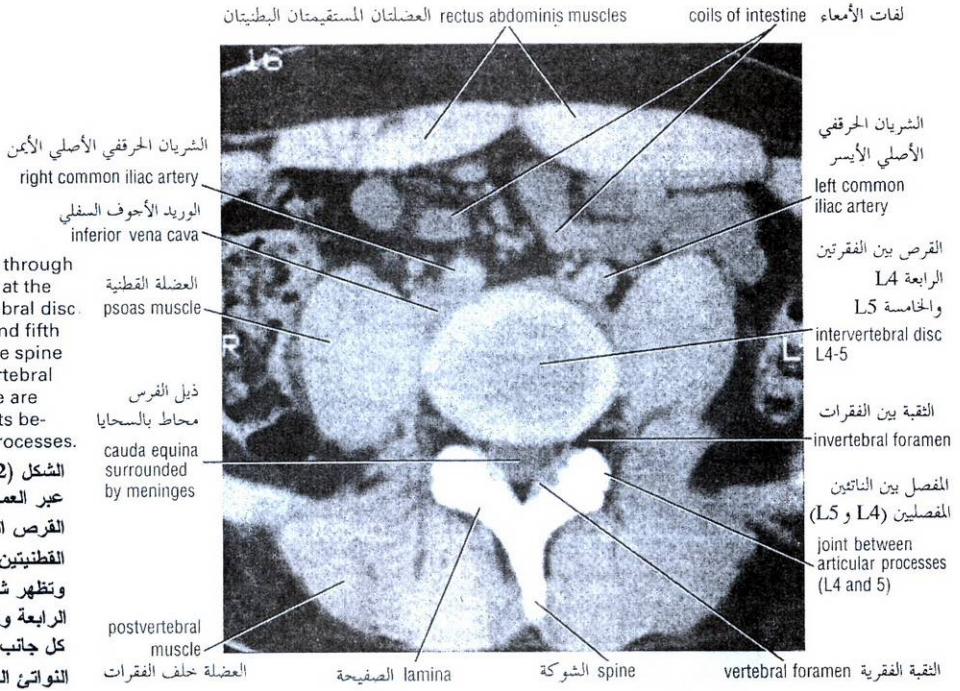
CT scan through the vertebral column at the level of the intervertebral disc between the fourth and fifth lumbar vertebrae. The spine of L4 and the intervertebral foramen on each side are shown. Note the joints between the articular processes.
